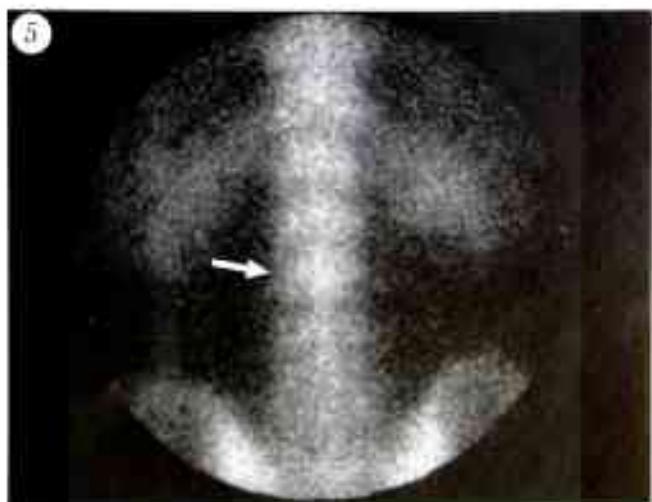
Сцинтиграмма поясничного отдела позвоночника: накопление РФП в области L3 по звонка (стрелка) при апофизите.
